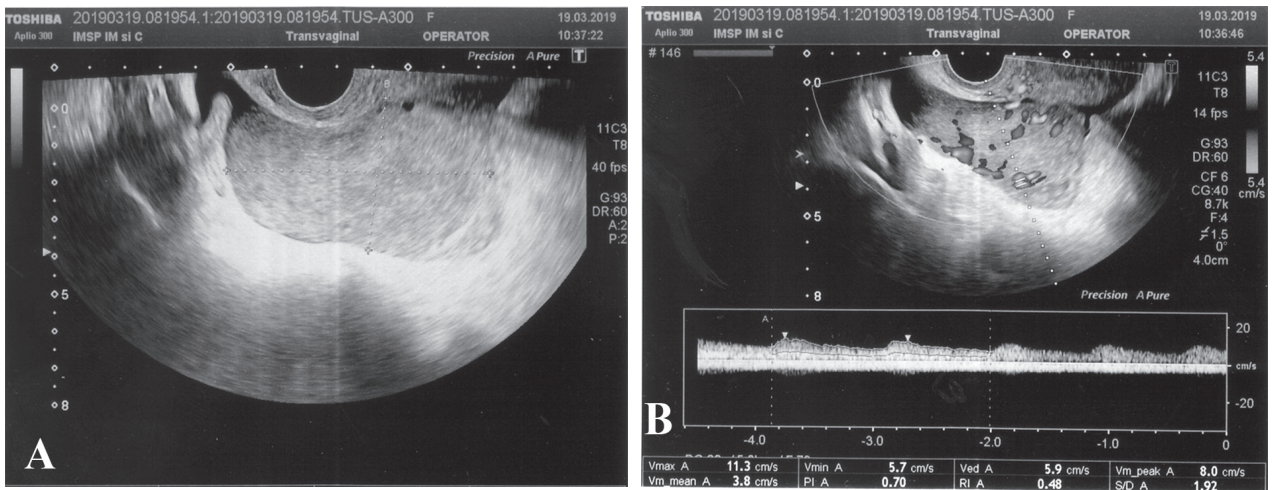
(A, B). Ultrasonografie cu dopplerografie: în ovarul stâng se determină o formațiune solidă 7.5x6.5x7.3 cm, formă neregulată
